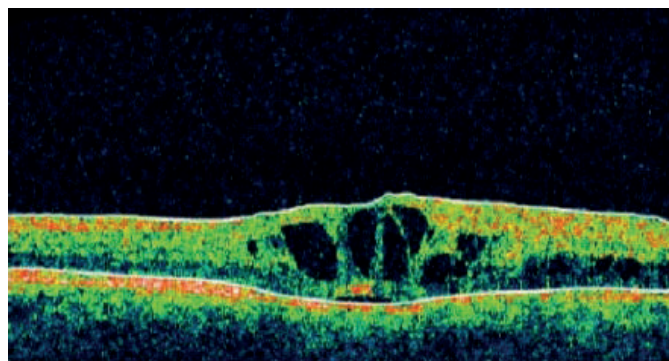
Оптична когерентна томограма пацієнта з I групи на початку лікування, кістозний макулярний набряк
